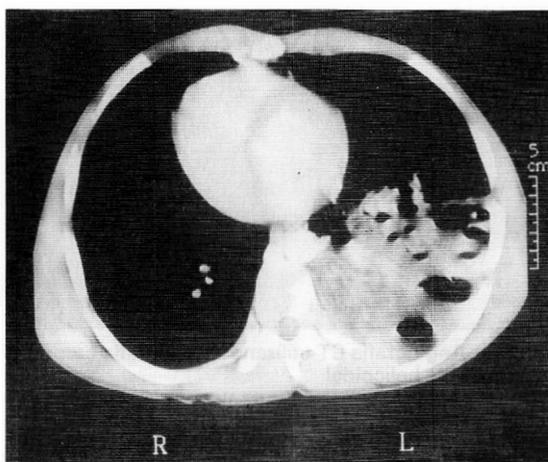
Tomografía computarizada doble helicoidal
